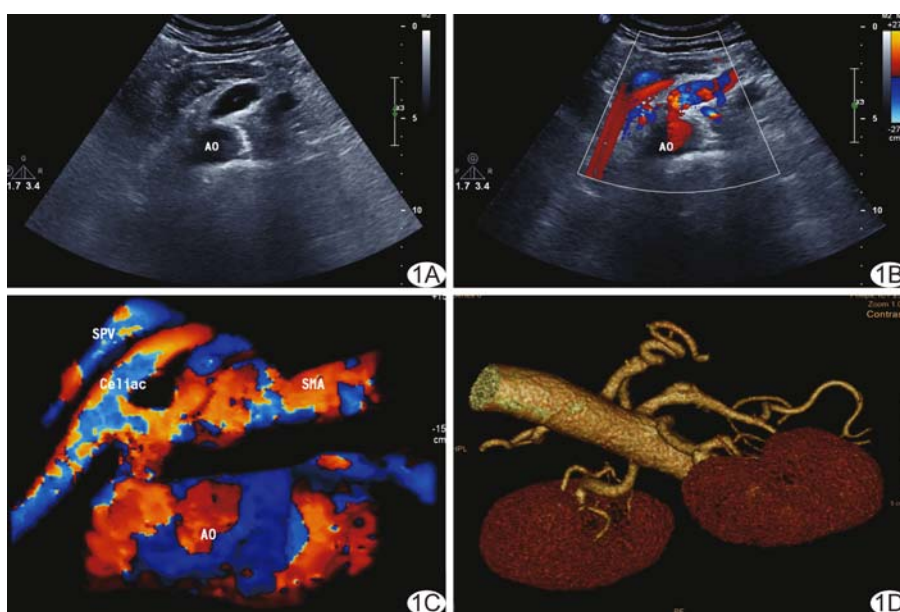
孤立性肠系膜上动脉夹层 A. 二维超声声像图; B. CDFI; C. 3D-CDFI; D. CTA (SMA: 肠系膜上动脉; SPV: 脾静脉; AO: 腹主动脉; Celiac: 腹腔动脉)
